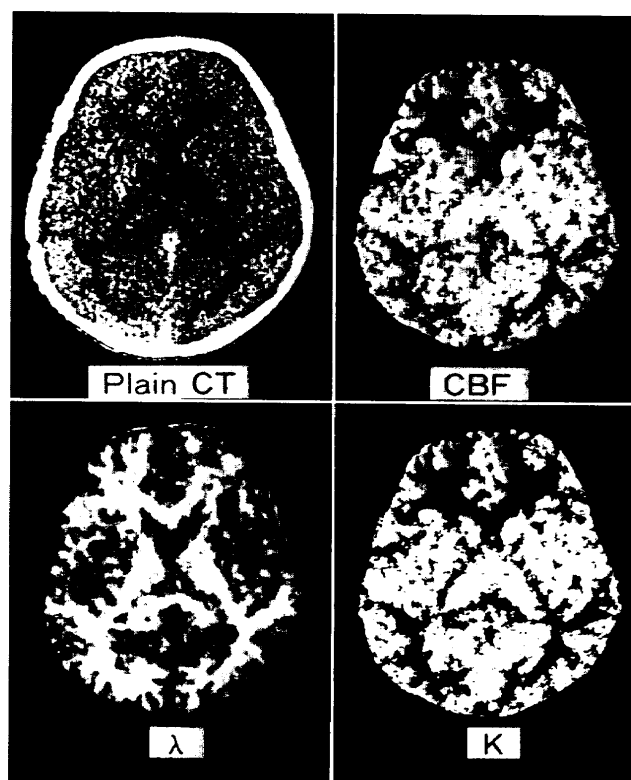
A33-year old, male, normal subject: plain CT (upper left) and mapping image of LCBF (upper right), λ (lower left), K (lower right) with 4 minutes inhalation of 30% xenon.
